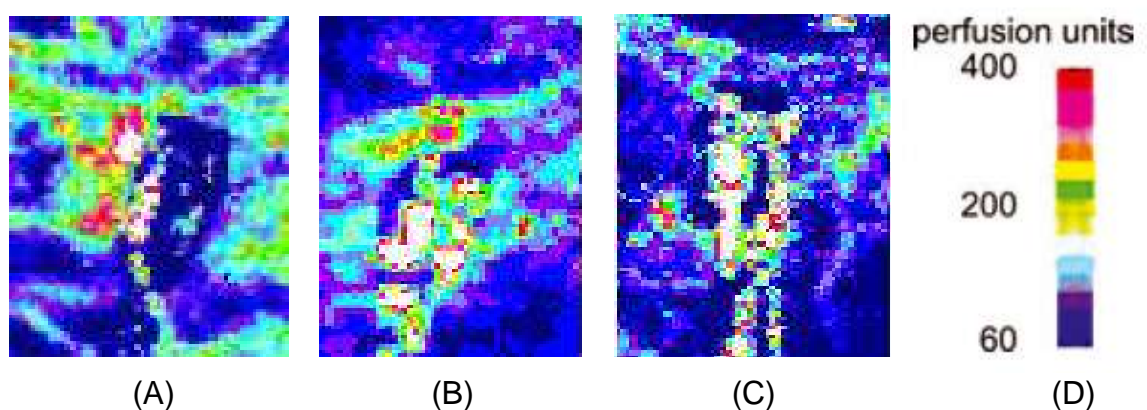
Laser- Doppler- Bilder des Axonreflexflares bei Patienten mit hoher (A), mittlerer (B) und niedriger (C) Nervenfaserdichte in der Hautbiopsie. Die Vasodilatation der Hautgefäße wird farbcodiert abgebildet (D), wobei farbintensive Areale (gelb, rot und weiß) die Vasodilatation anzeigen.
